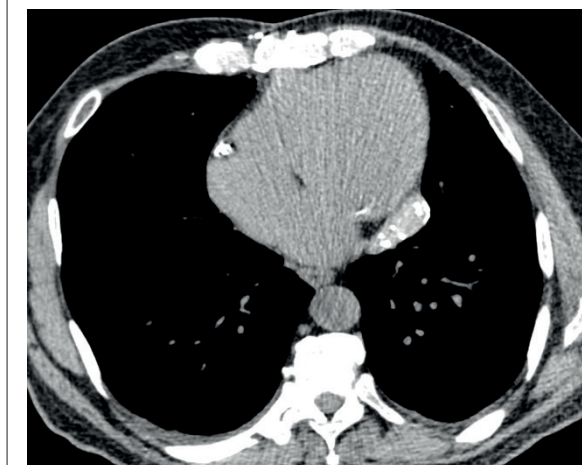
Homem com 65 anos em seguimento após revascularização miocárdica. Tomografia de tórax sem contraste venoso evidencia massa paracardíaca à esquerda (seta branca), com densidade de partes moles e componente hiperatenuante linear no seu interior, de natureza indeterminada. Após realização de biópsia transtorácica guiada por TC foi confirmado diagnóstico de corpo estranho (gossipiboma).
